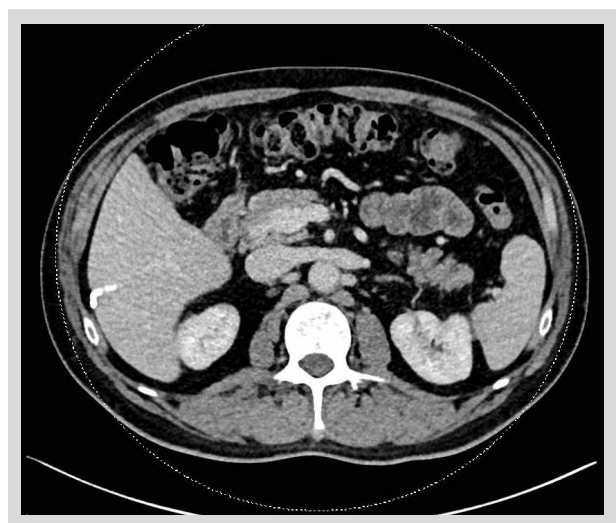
Tomografía abdominopélvica con angiotomografía en fase portal que muestra involución de la trombosis en la vena mesentérica superior, la cual se visualiza parcialmente permeable y tortuosa.
